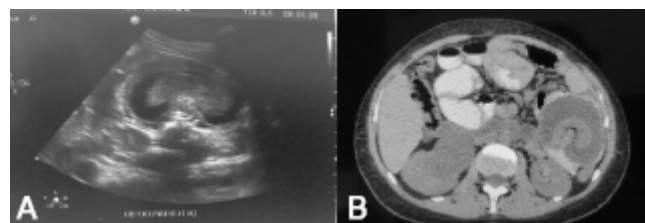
A) ULTRASSONOGRAFIA DE ABDOME COM IMAGEM EM FORMA DE RIM; B) TC DE ABDOME AXIAL COM CONTRASTE ORAL COM ALÇA DE JEJUNO EFERENTE MAIS DILATADA EM FORMA DE ARCO (PSEUDO-RIM)
